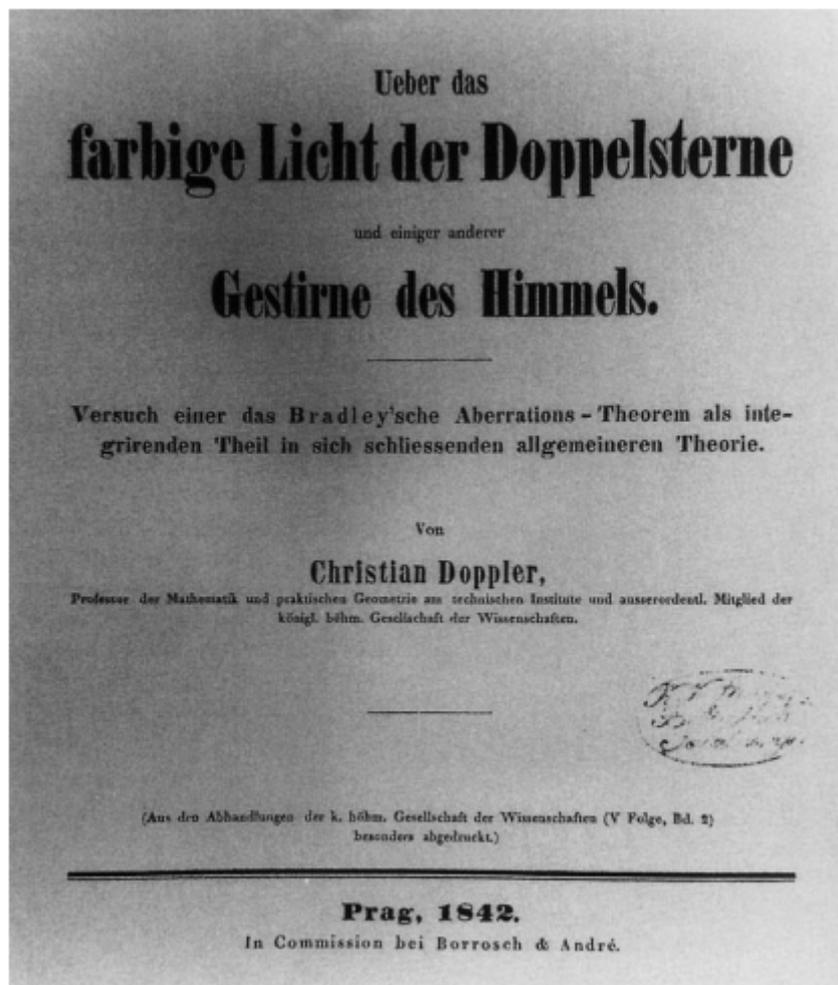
Artigo de Christian Doppler "On the colored light of the double stars and certain other stars of the heavens".
